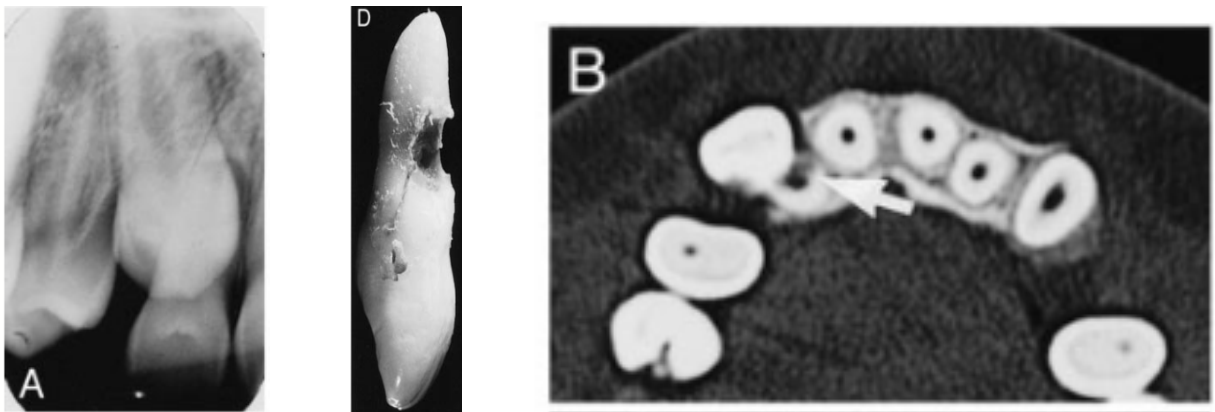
(A) Radiografía periapical, (D) Imagen extraoral del incisivo lateral, (B) TC. Esta serie de imágenes obtenidas mediante distintos métodos del mismo incisivo lateral superior (12) demuestran la mayor precisión del TC respecto a la radiografía periapical ya que en esta (A) no se aprecia la reabsorción radicular del 12 debido al sobreposicionamiento mientras que en la TC (B), se observa la reabsorción perfectamente.
